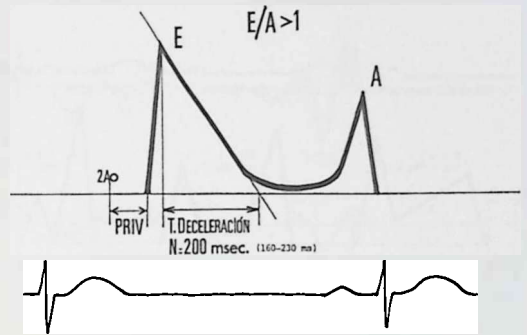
Curva doppler normal del flujo de llenado diastólico a través de la válvula mitral.
